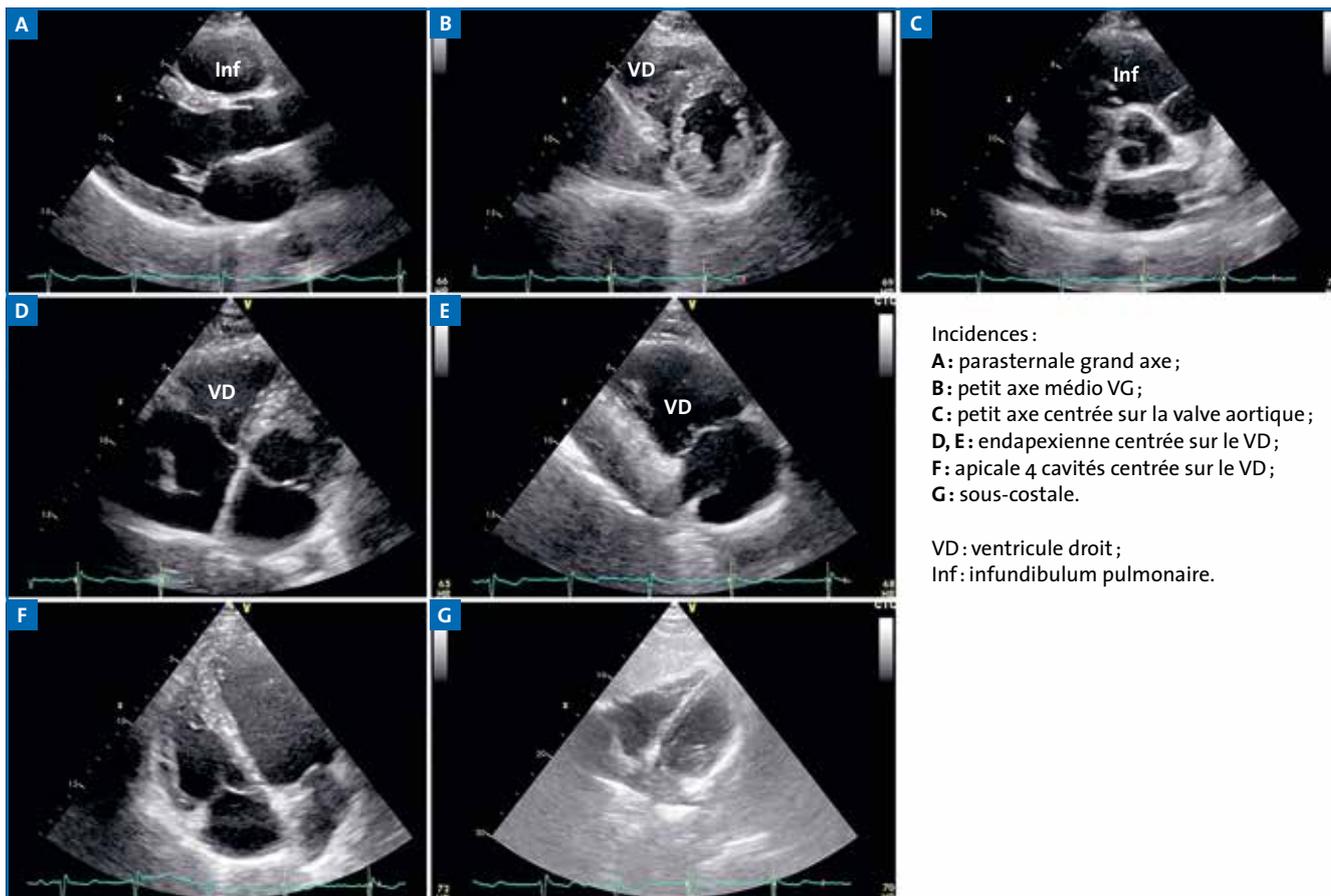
Les principales incidences utiles à l'étude du ventricule droit en échographie.
